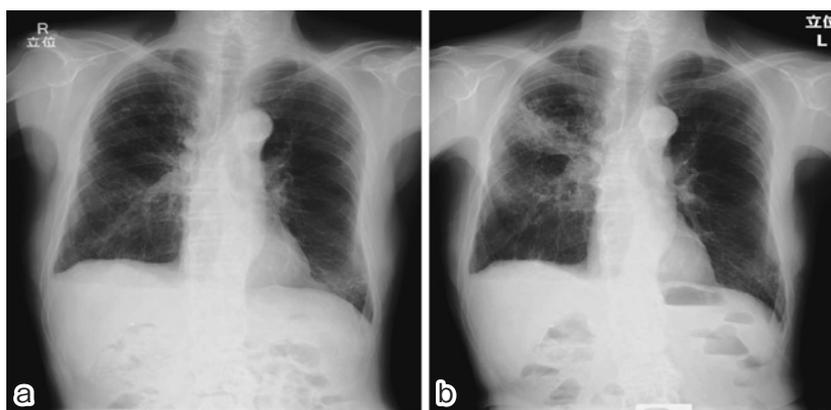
Chest X-ray images
